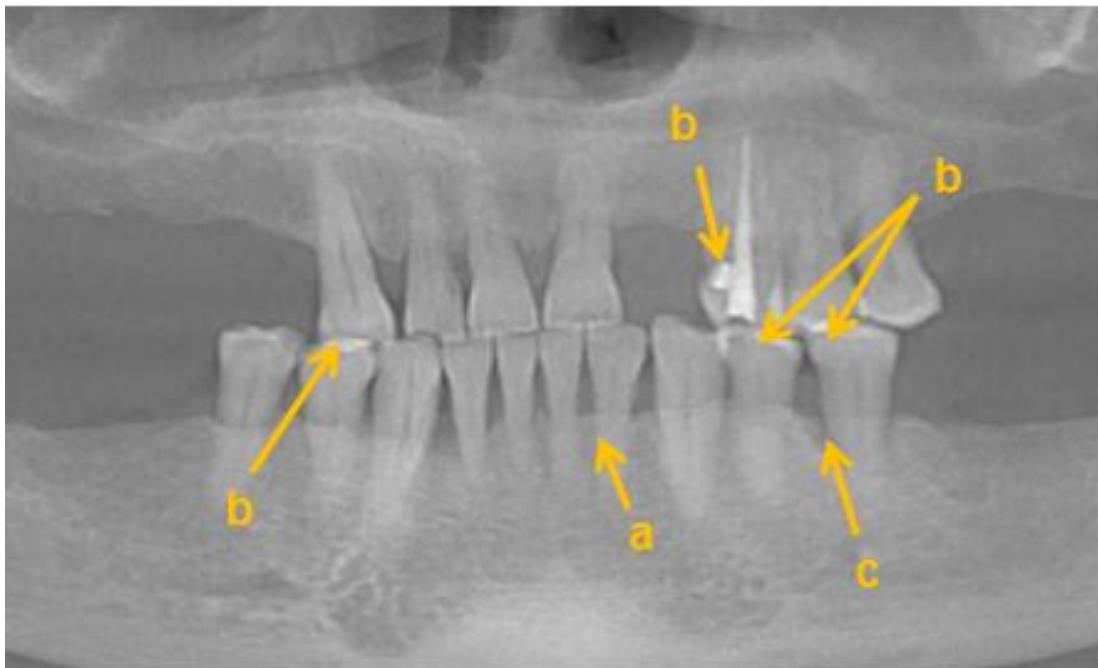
Ortopantomografía. Pérdida ósea alveolar marginal horizontal generalizada (a); se observan zonas radiopacas correspondientes a obturaciones a nivel coronal de los dientes 23, 44, 34 y 35 (b). Zona radiolúcida de forma cónica bien delimitada en el hueso alveolar mandibular mesial al diente 35 (c).
